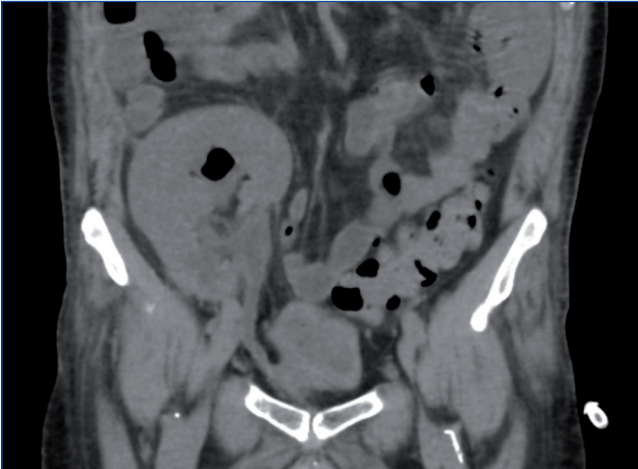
Reevaluation renal CT scan, coronal plane, revealing substantial improvement with resolution of the excretory system dilatation and partial reabsorption of the pre-existing gas.
